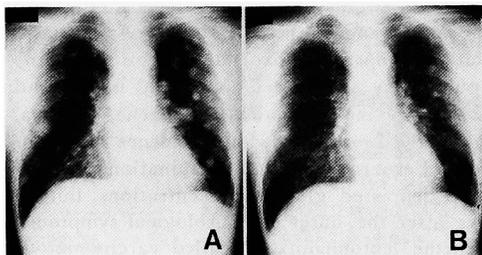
Chest X-ray revealed multiple metastases in both lungs.
